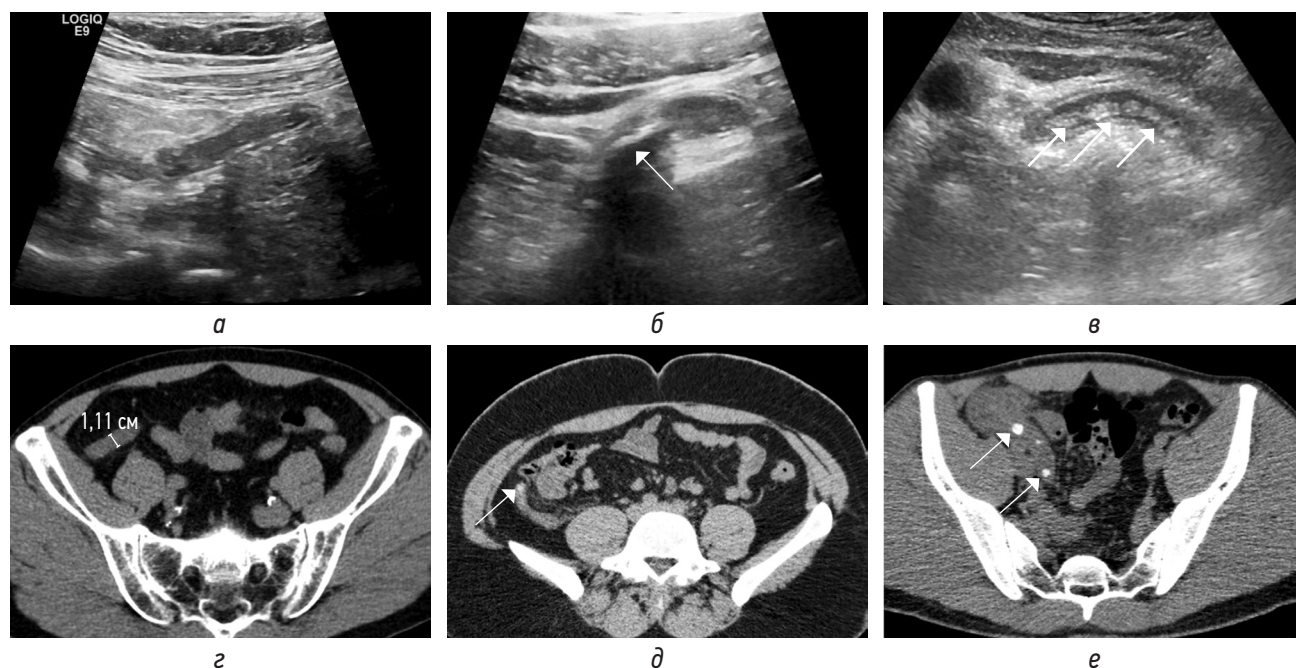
Сонограммы в В-режиме по длинной оси аппендиксов (а–в), КТ-изображения в аксиальной плоскости в нативную фазу (z–e) только с жидкостным содержимым в аппендиксе (а, z), с единичным аппендиколитом (б, d), с множественными аппендиколитами (в, e). Аппендиколиты указаны стрелками
